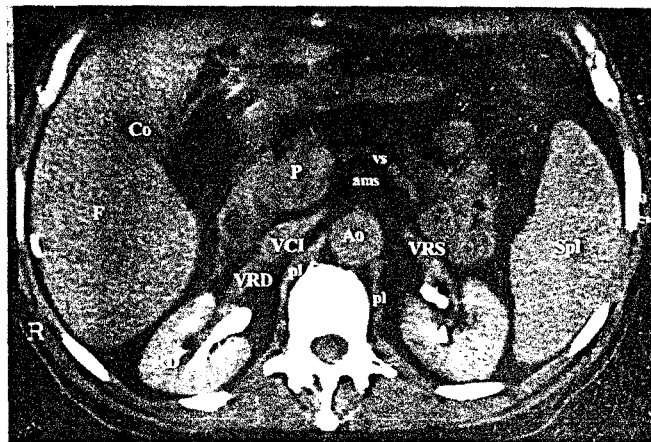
Secțiune tomografică transrenală. RS - rinichi stâng, RD - rinichi drept, pl - pilierii diafragmatici, VRD - vena renală dreaptă, VCI - vena cavă inferioară, Ao - aorta, VRS - vena renală stângă, ams - vena mezenterică superioară, F - ficatul, Spl - splina, Co - colecist.
